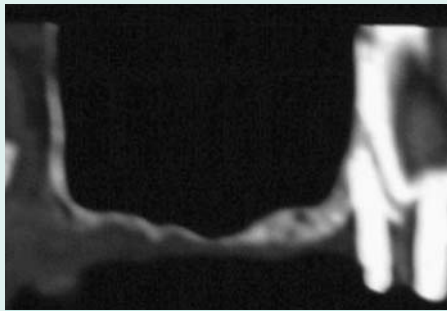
• TAC preoperatoria. Si noti la grave atrofia ossea del settore posteriore mascellare destro
